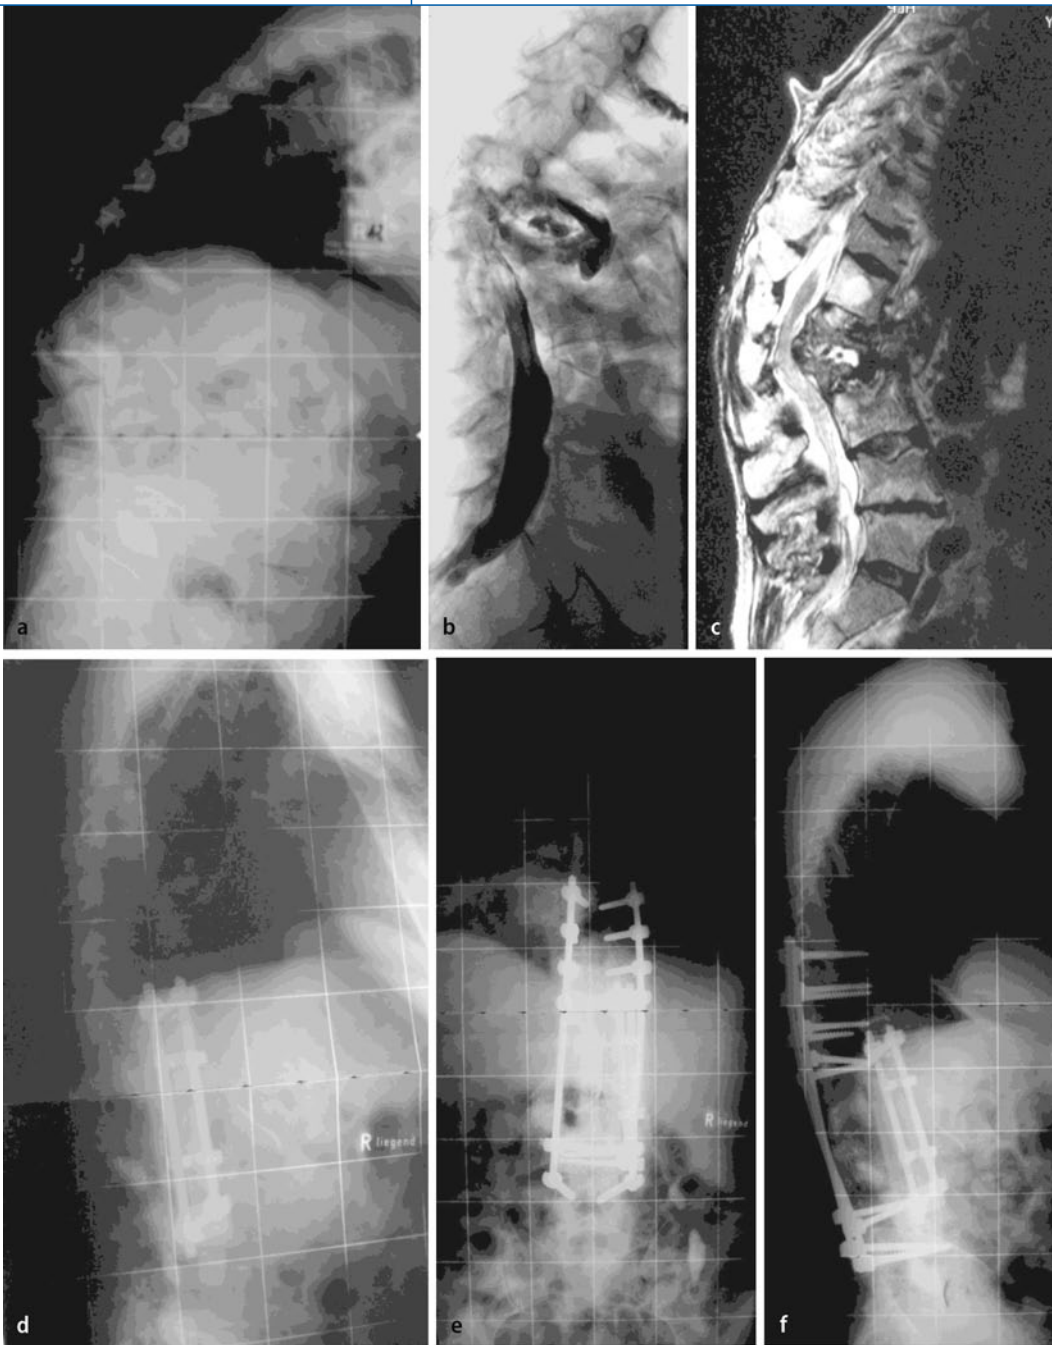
◀ 60-jähriger Patient mit Morbus Parkinson, Zustand nach mehrfachen Stürzen und ein Jahr nach multiplen Vertebroplastien, keine neurologischen Defizite. MRT- und Myelographiebefunde: destruierte und kyphosierte LWK1 und 2 sowie multiple Zementextrusionen (b, c) Seitlich zeigt sich auch in der HALO-Extensionsaufnahme eine deutliche ventrale Lotabweichung (a). Nach ventralem Release und Korpektomien bereits deutliche Aufrichtung der Kyphose (d), abschließendes Ergebnis mit physiologischem sagittalem Profil (e, f)
